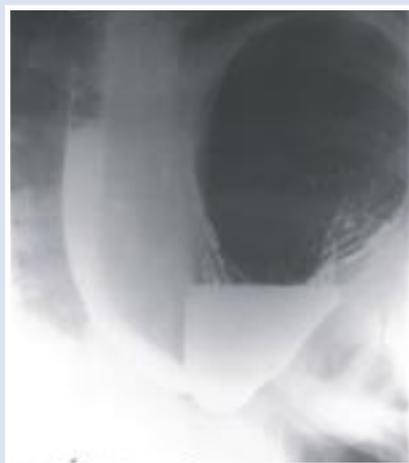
Рентгеновское исследование пищевода и желудка с бариевой взвесью до операции
